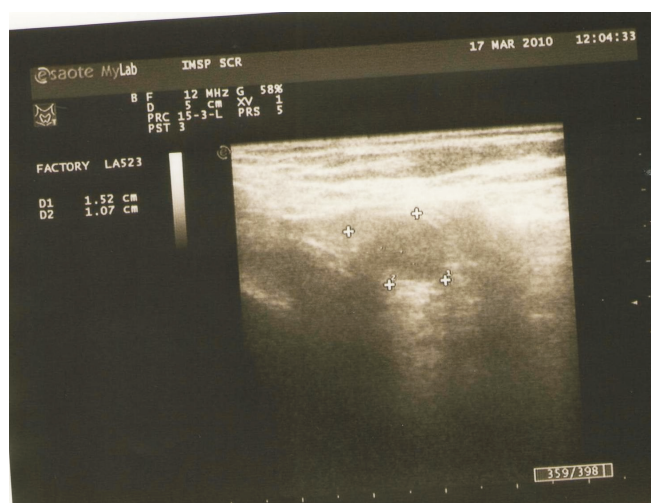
Ecografie, schemă regiunii inghinale (hernie oblică externă) dreapta.
